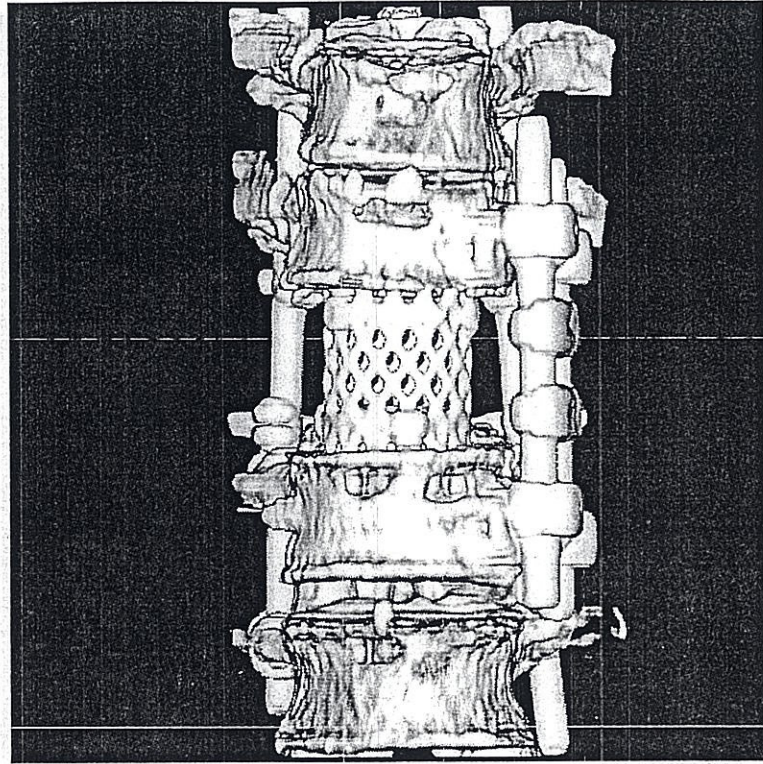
モデル MPA の 3 次元 CT 画像 (正面)
